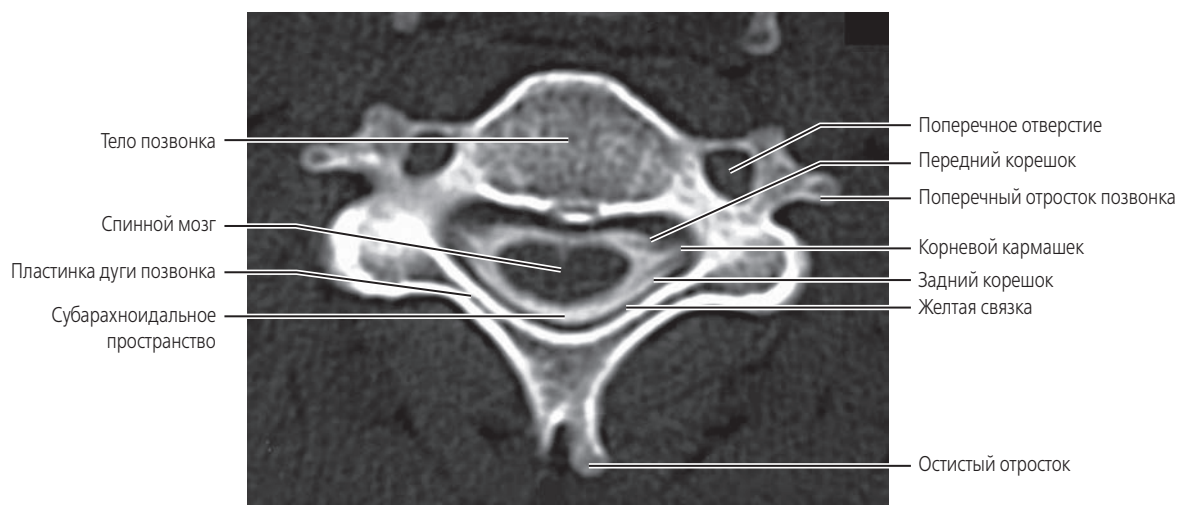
КТ-миелография типичного шейного позвонка в аксиальной проекции.
